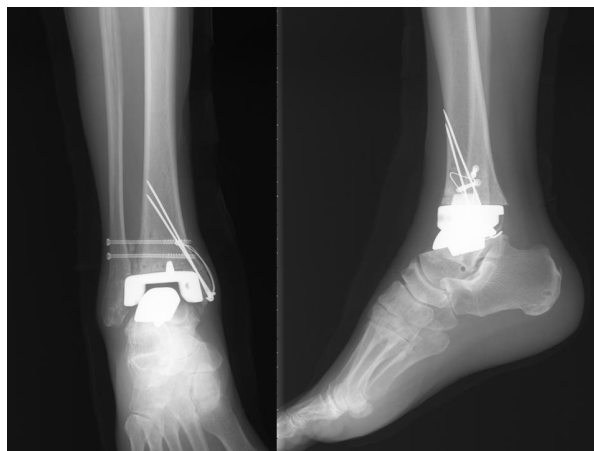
The radiograph shows AP and Lateral view of Agility prosthesis with medial malleolar fracture. ORIF was done in medial malleolar fracture with K wire and tension band technique.
